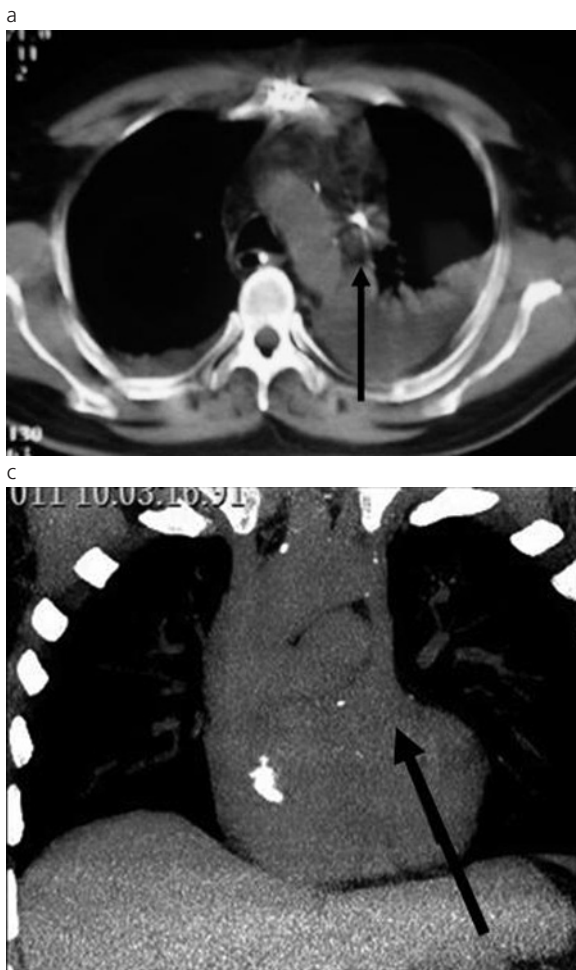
(a) TC de tórax, sin contraste IV, que muestra persistencia de la VCS izquierda. En su interior se observa presencia de catéter (flecha). (b) Reconstrucción 3D donde se observa la vena cava superior izquierda (flecha) a la izquierda del cayado, desembocando en la aurícula derecha. (c) Reconstrucción coronal en MIP (Maximum Intensity Projection), donde se observa la vena cava superior izquierda (flecha), descendiendo a la izquierda del cayado aórtico.
